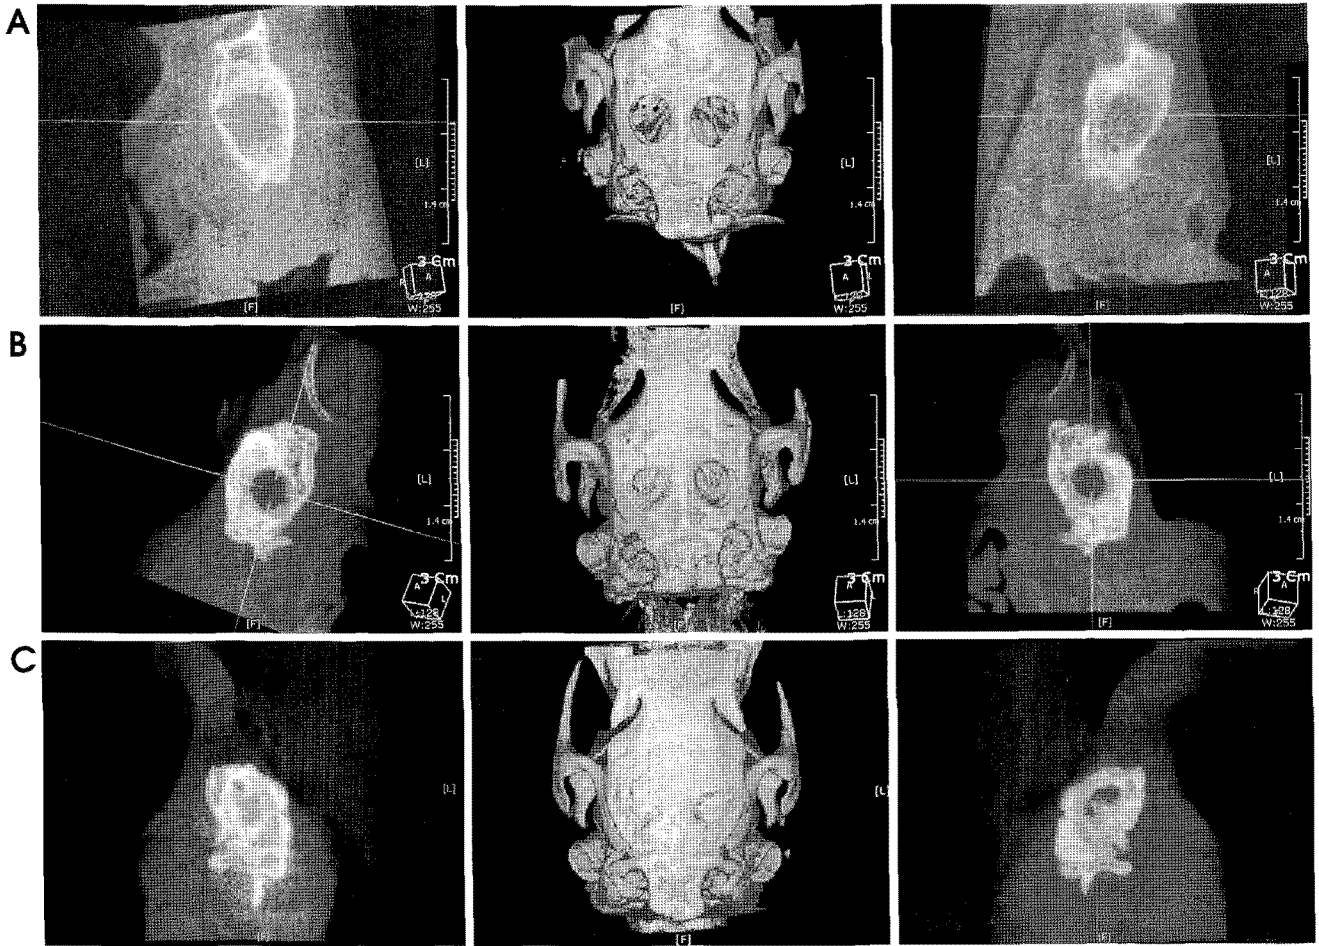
CBCT images. A, No new bone formation in the bone defect of 1 week after bone defect formation. B, New bone formation at the rim of the bone defect of 3 weeks after bone defect formation. C, Mature of bone formation in the bone defect of 8 weeks after bone defect formation.
